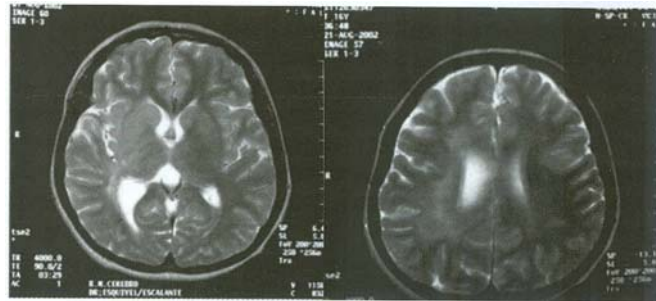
Resonancia Magnética de Cerebro (RM)
